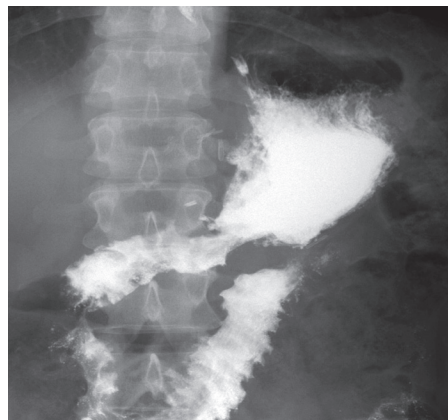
Рентгенография желудка: синдром порочного круга
